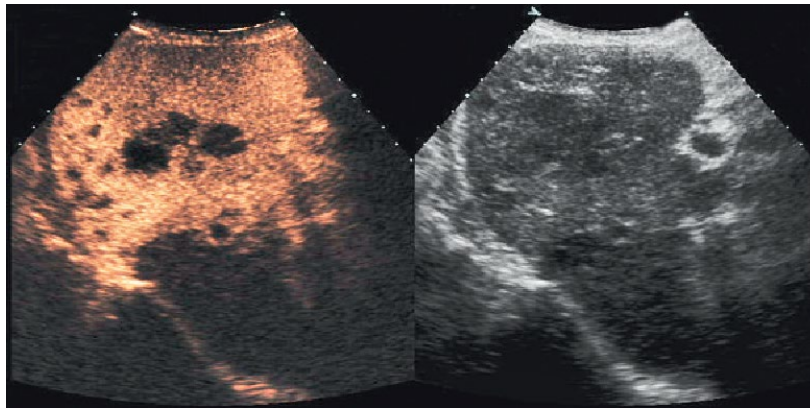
Échographie de contraste hépatique. Lésions hypoéchogènes (« black-spots ») en phase de PC tardive (à gauche) : image typique de métastases hépatiques (dans ce cas: mélanome). Dans l'image conventionnelle (à droite), les lésions n'étaient que très difficilement reconnaissables [50].
